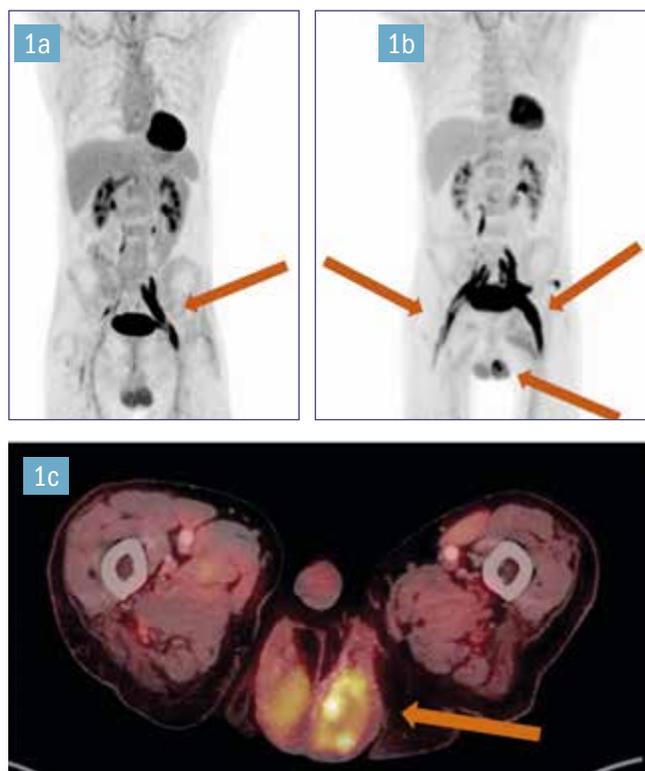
PET-CT-Scan-Bilder.
